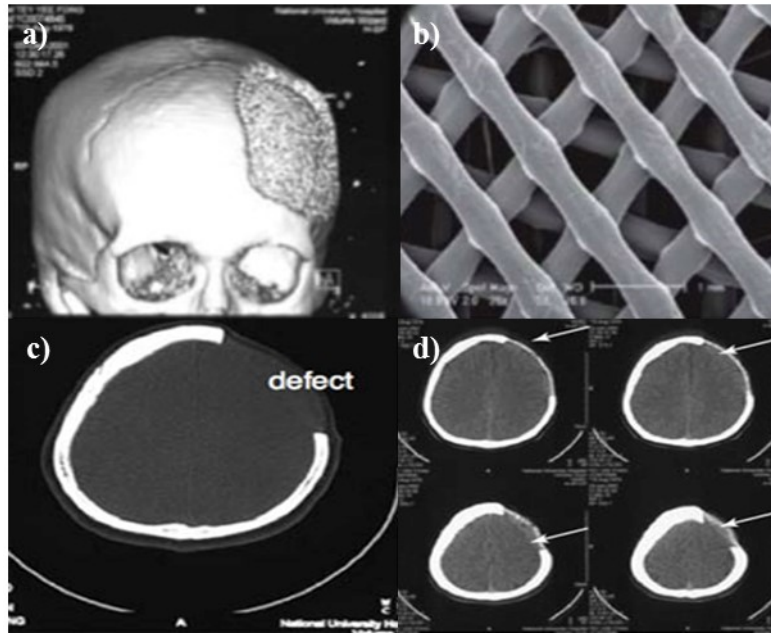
a) Representação de uma tomografia computadorizada de um crânio exibindo um defeito ósseo; b) reconstrução do *scaffold* pela deposição controlada de camada a camada usando a técnica da impressão a 3D; c) defeito ósseo visualizado noutra perspectiva; d) aplicação do implante feito sob medida, demonstrado pelas setas (Velasco, 2008).
